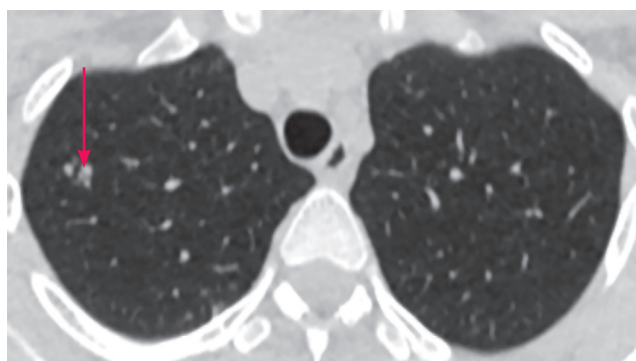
КТ органов грудной клетки пациентки Ч. от 31.10.2016. Аксиальный срез. Легочный режим. В S2 справа определяются «сливные экссудативные» очаги — консолидация легочной ткани (красная стрелка)
